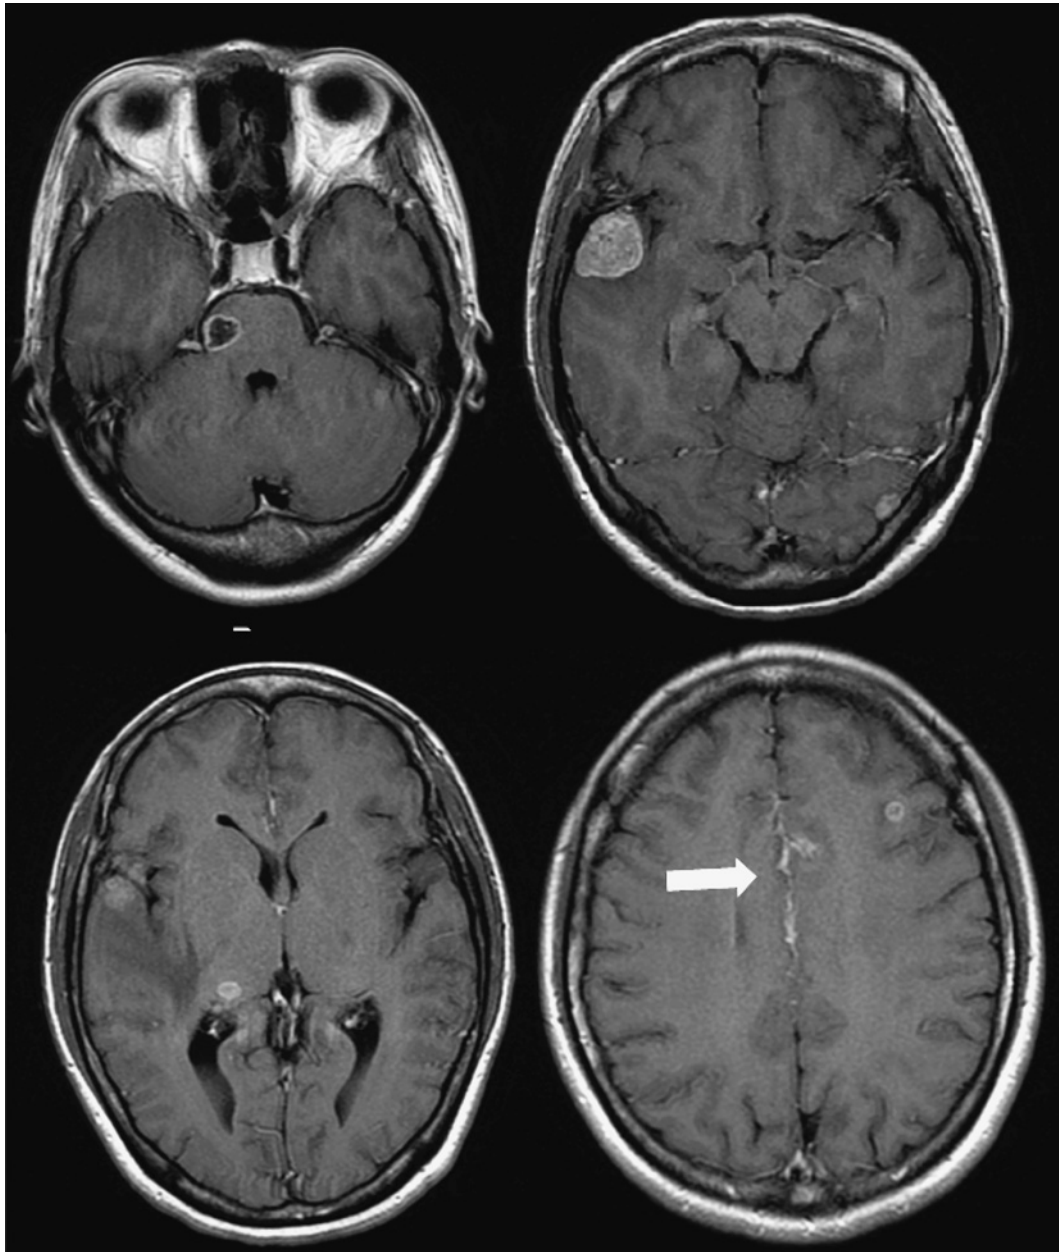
Brain MRI (November 2011) showing multiple tumors with gadolinium contrast enhancement in the pons and cerebral hemisphere and leptomeningeal abnormal enhancement (arrow).
